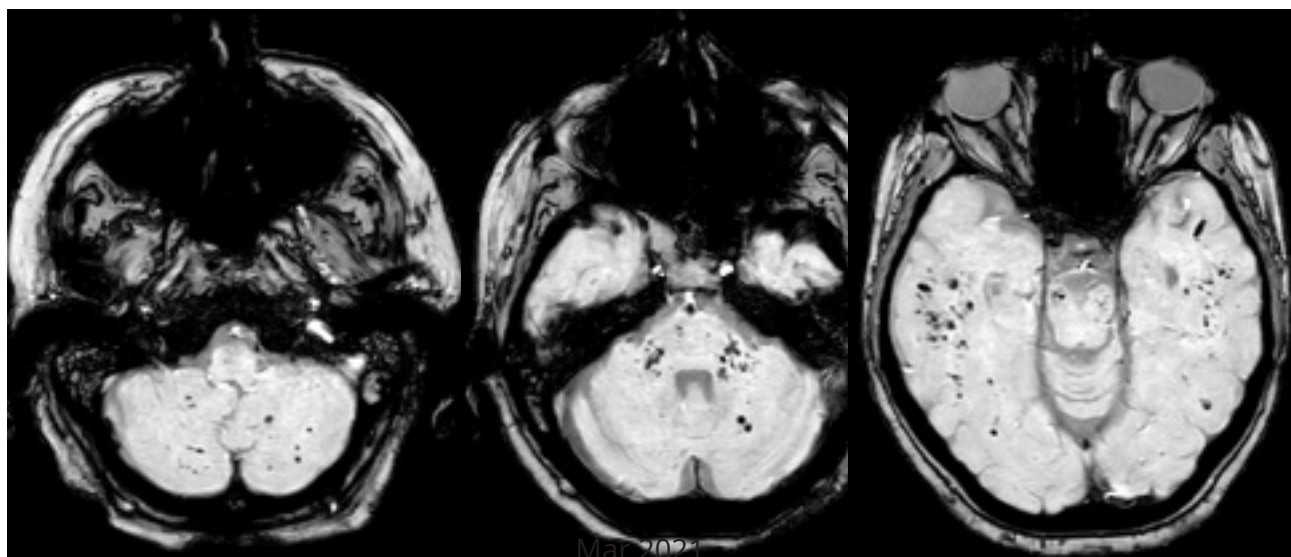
Axial susceptibility weighted imaging (SWI) MRI
